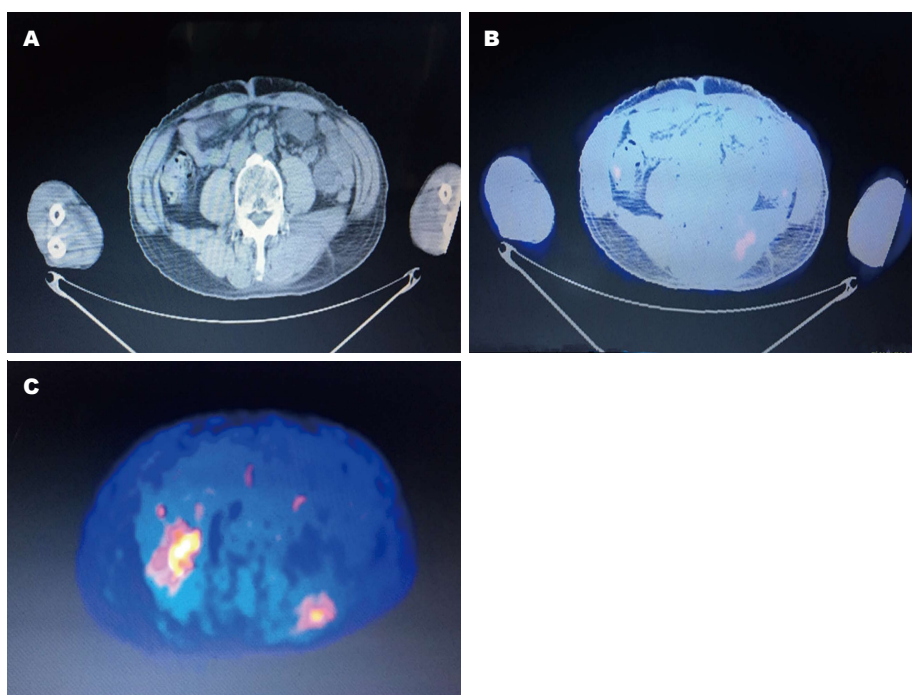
2015-07复查时PET-CT检查图像。A: CT图像示左侧腰大肌占位; B, C: 左侧腰大肌肿块, FDG摄取增高。PET-CT: 电子发射计算机断层扫描-计算机断层扫描。
